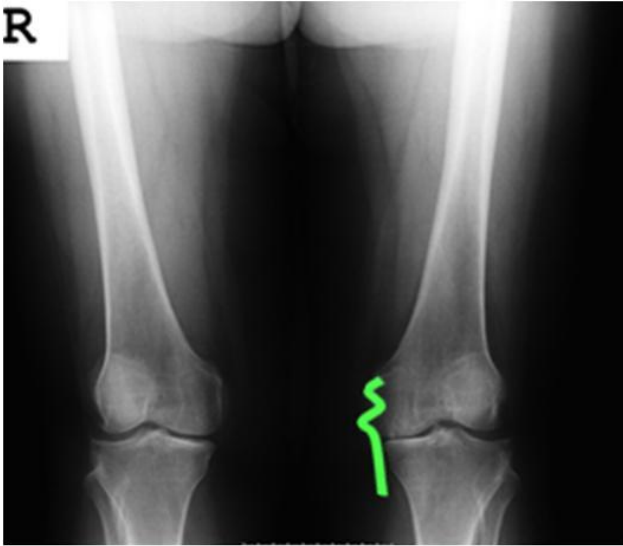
valgus stress grafisi
